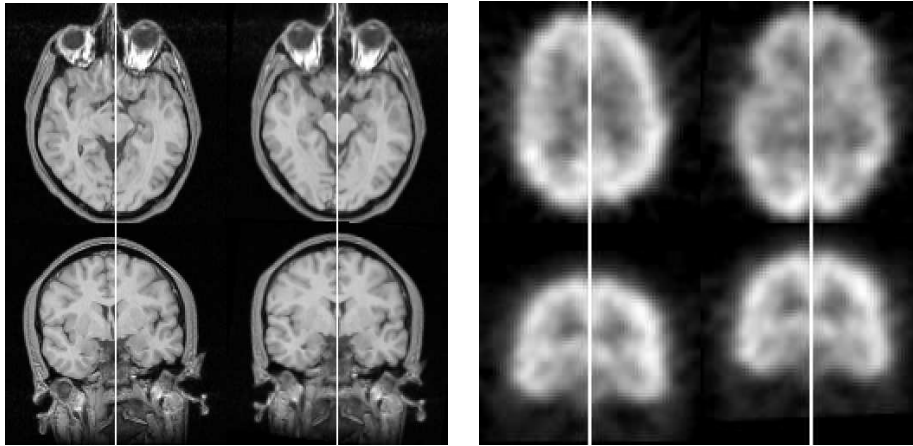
Gauche : image par résonance magnétique (gauche : initiale ; droite : réalignée). Droite : image SPECT (gauche : initiale ; droite : réalignée).*
